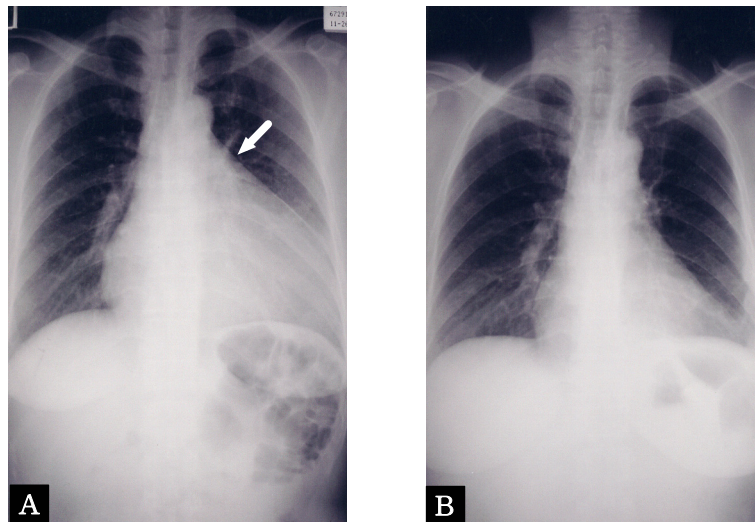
Chest X-ray finding shows like as cardiomegaly and hilum overlay sign(arrow) on admission.
